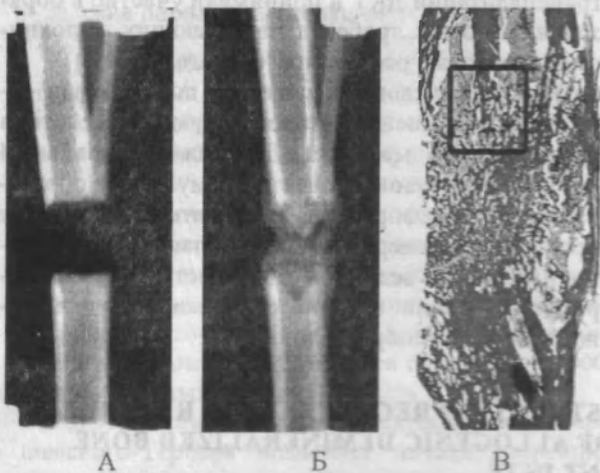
Рентгенограммы костей голени кролика. А – конец distraction (№257); Б – 10 суток фиксации (№254); В – гистотопограмма distractionного регенерата голени кролика №252 на 10 суток периода фиксации. Окраска по Ван-Гизону. Ув.4.
